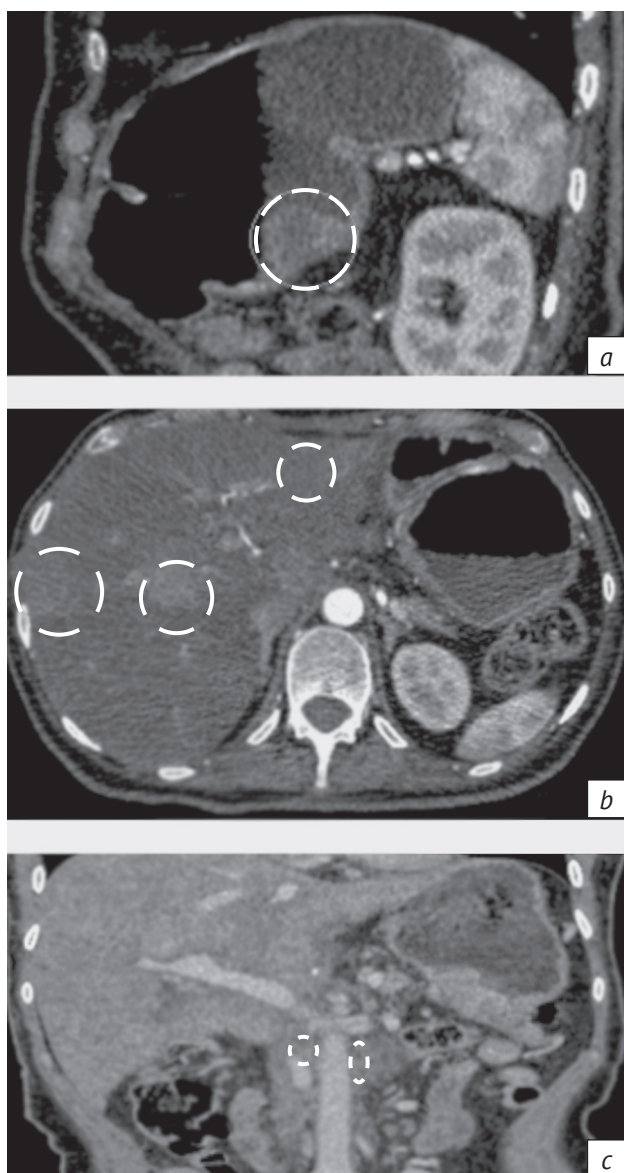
Результаты динамической МСКТ от 28.03.2022 г.: а – в области тела желудка по большой кривизне сохраняются локальные утолщения стенок желудка до 2,2 см с патологическим накоплением контраста, занимающие всю толщу стенки органа (в динамике увеличение протяженности поражения с 2,76 до 3,54 см); б – в IV, V, VI, VII, VIII сегментах печени определяются множественные бластные очаги с относительно четкими контурами (в динамике увеличение диаметра с 1,45 до 3,23 см); в – парааортально визуализируются увеличенные лимфоузлы (уменьшение размера с 3,2 до 1,45 см), слабоинтенсивно и однородно накапливающие контраст
